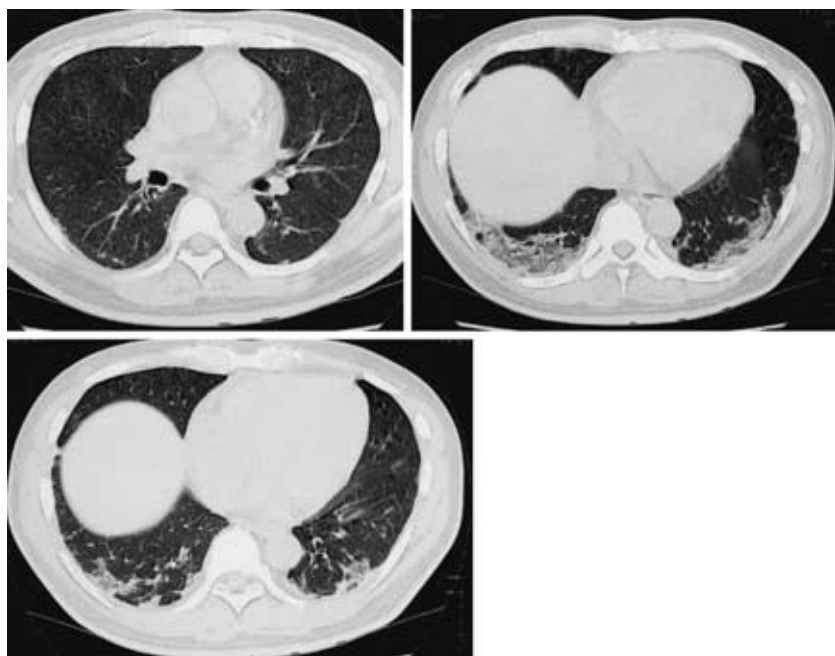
Chest CT after treatment, showing an improvement of air space consolidation.
